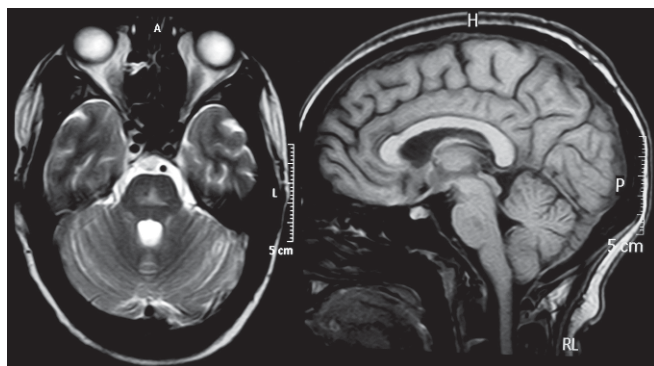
Ressonância Magnética do Crânio. Imagem hiperintensa em T_2 (axial) e hipointensa em T_1 (sagital), triangular e acaptante, no centro geométrico da ponte. Conformação em asa de morcego observada no corte axial.
